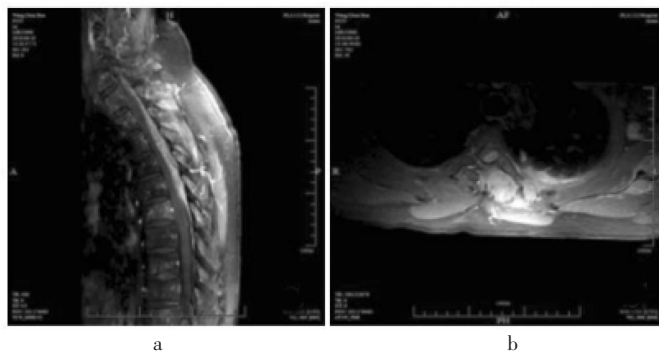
Thoracic enhanced magnetic resonance of case 2
